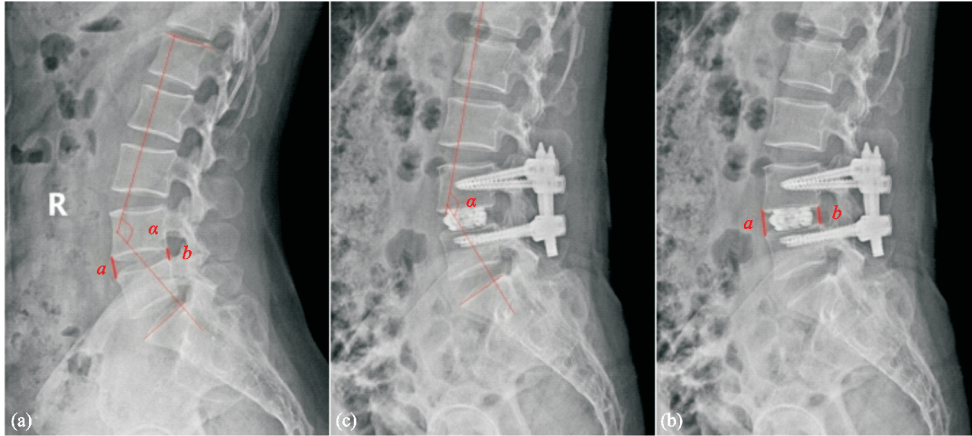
手术前后采用站立位侧位X线片测量椎间隙高度和腰椎前凸角度
